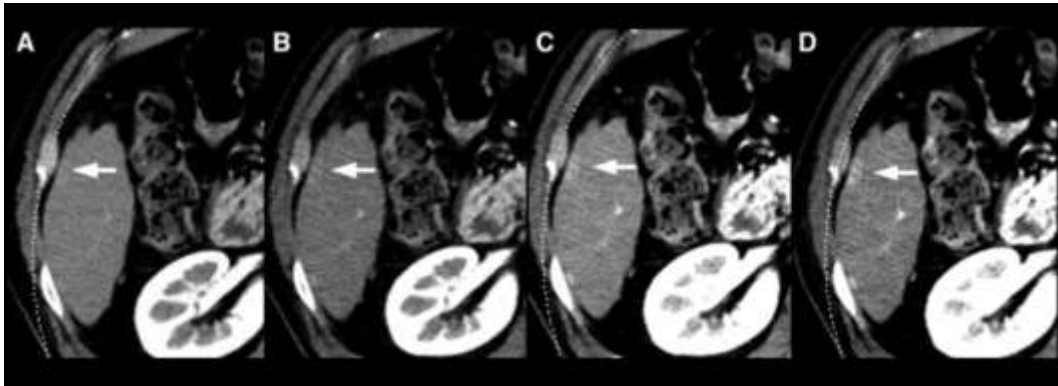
Paciente masculino de 75 años con carcinoma hepatocelular (CHC) pequeño, ligeramente hipervascular. Imágenes en fase arterial hepática con (A) 120 kVp combinado, (B) 80 kVp y VMI a (C) 50 keV y (D) 40 keV. Las puntuaciones de sensibilidad para el realce temprano del CHC fueron 2, 3, 4 y 5, de (A) a (D), respectivamente. Extraída del estudio: “Early detection of hypervascularization in hepatocellular carcinoma (≤ 2 cm) on hepatic arterial phase with virtual monochromatic imaging: Comparison with low-tube voltage CT.” perteneciente a los autores H. Yamaguchi et al(27).
